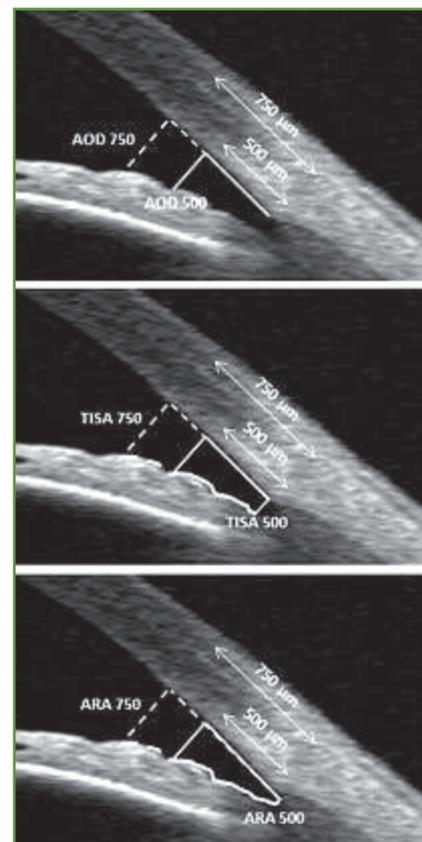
Coupes du segment antérieur en tomographie par cohérence optique, avec différents paramètres biométriques caractérisant l'ouverture de l'angle iridocornéen. AOD : Angle Opening Distance à 500 μm et 750 μm de l'éperon scléral. TISA : Trabecular-Iris Space à 500 μm et 750 μm de l'éperon scléral. ARA : Angle Recess Area à 500 μm et 750 μm de l'éperon scléral.
